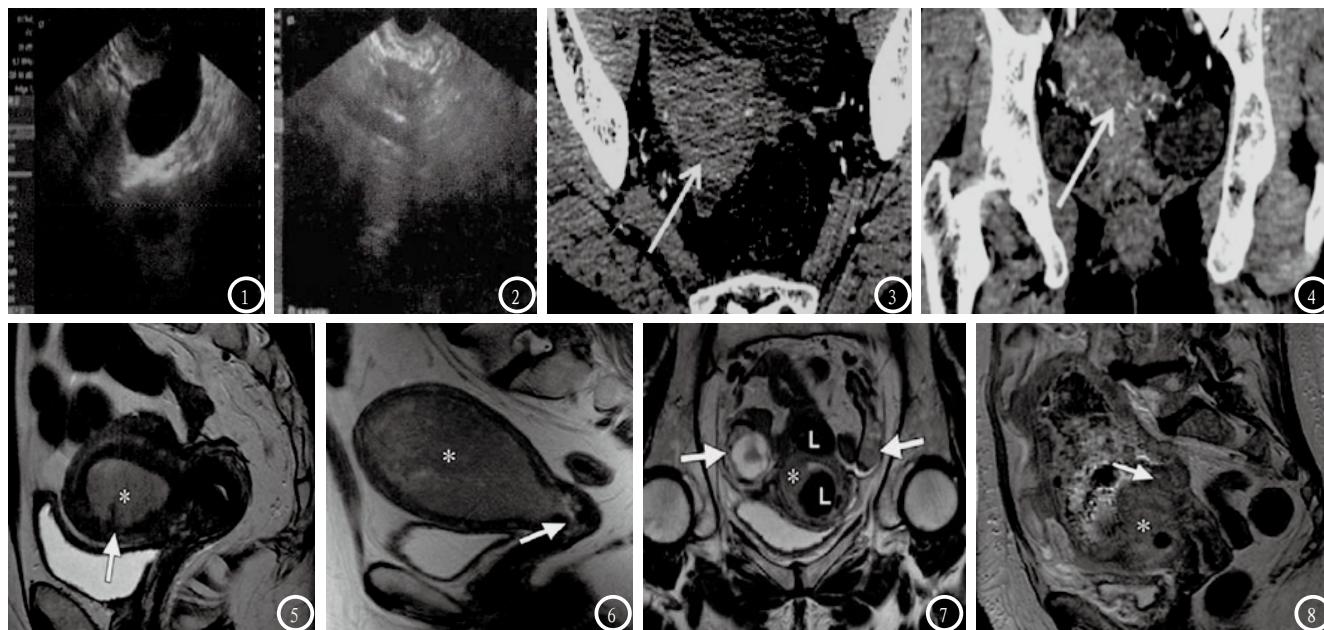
超声显示子宫内膜癌I期。图2 超声显示子宫内膜癌I期。图3 CT显示子宫内膜癌I期。图4 CT显示子宫内膜癌I期。图5 MRI显示子宫内膜癌I期。图6 MRI显示子宫内膜癌II期。图7 MRI显示子宫内膜癌III期。图8 MRI显示子宫内膜癌IV期。
